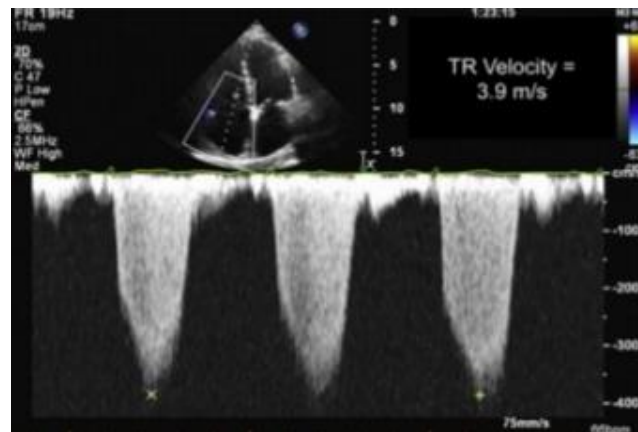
Eje cuatro cámaras con Doppler pulsado en válvula tricuspídea.
